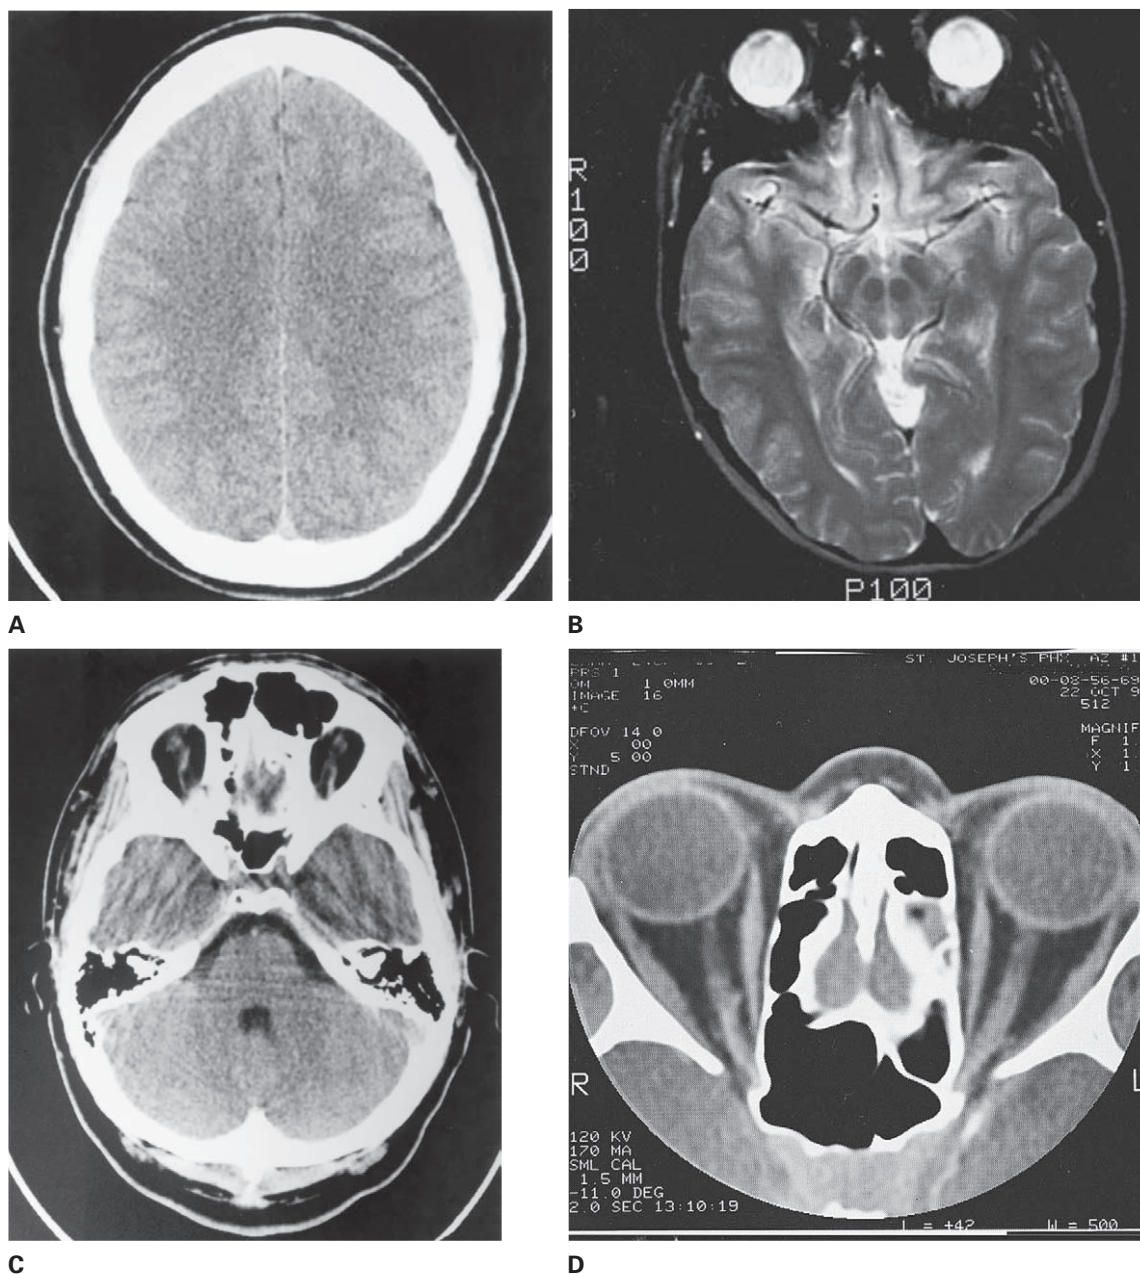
Estudios normales de CT axil del cerebro, las órbitas y la columna vertebral lumbar de un adulto sano joven. *A*, imagen de los hemisferios cerebrales en el plano de la corona radiada. La densidad del hueso de la calvaria es blanca. La sustancia gris aparece más densa que la blanca. En la parte posterior se aprecia la forma triangular del seno sagital. *B*, imagen a la altura de los núcleos lenticulares. Los núcleos caudado y lenticular son más densos que la cápsula interna. El CSF en el interior de las astas frontal y occipital del ventrículo lateral así como el que rodea el cuerpo pineal aparece oscuro. *C*, imagen en el plano de la fosa posterior. De nuevo el CSF en el interior del cuarto ventrículo y las cisternas prepontinas aparece oscuro. La arteria basilar se observa como un foco pequeño, redondo y denso anterior al puente. El artefacto típico generado por los huesos temporales crea estrías a través de la porción inferior de los lóbulos temporales. Los senos mastoideo y esfenoidal están negros a causa de su contenido de aire. *D*, imagen axil de corte delgado a través de la porción media de las órbitas. La esclerótica aparece como una banda densa que rodea el globo. Los músculos recto medial y lateral tienen aspecto fusiforme. La grasa orbitaria aparece oscura por su bajo valor de atenuación. El aire contenido en el seno esfenoidal y en las celdillas aéreas etmoidales aparece negro.
